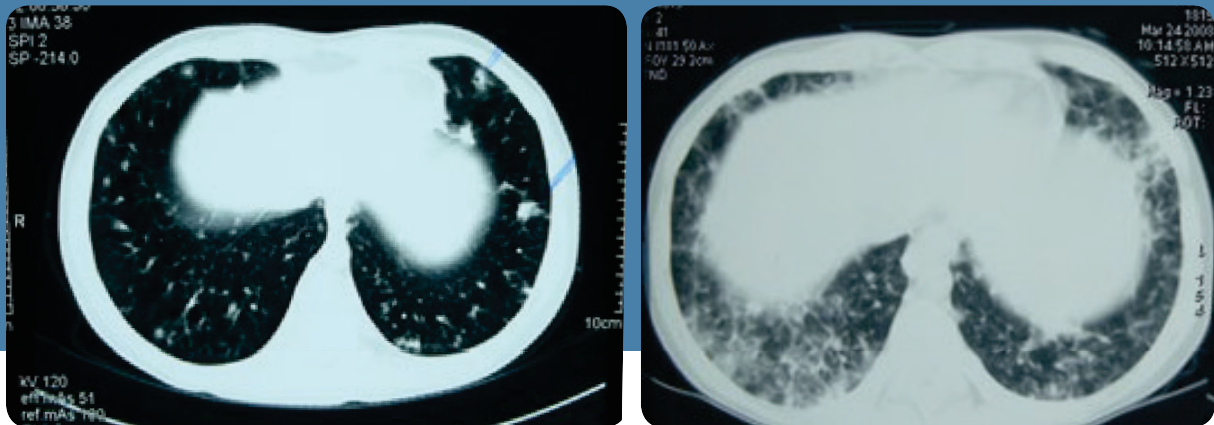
Computer Tomographie (CT) der Lunge
